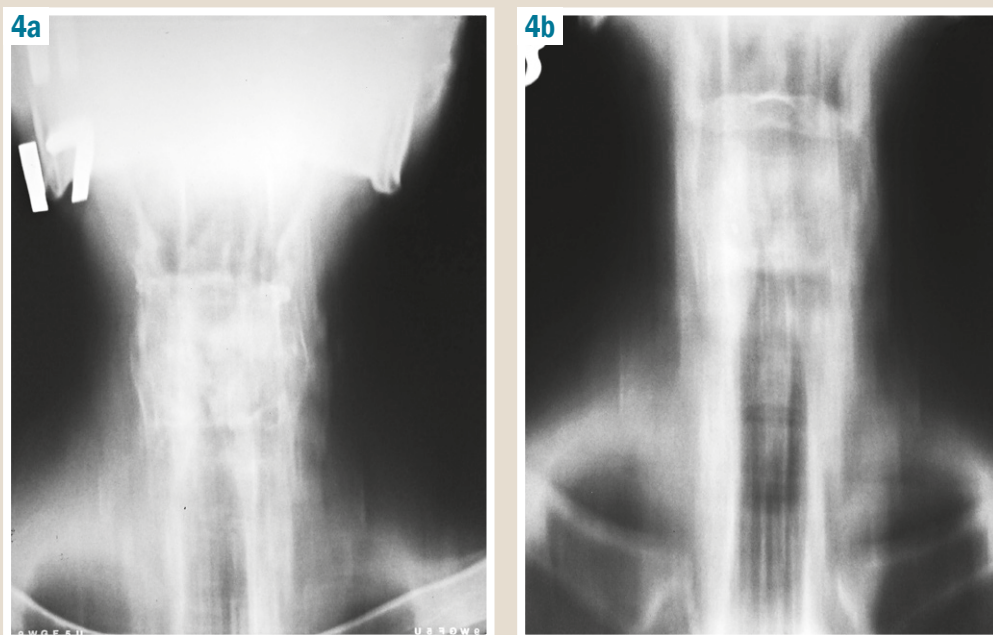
CT of the larynx: a: 17 cm, b: 18 cm.
